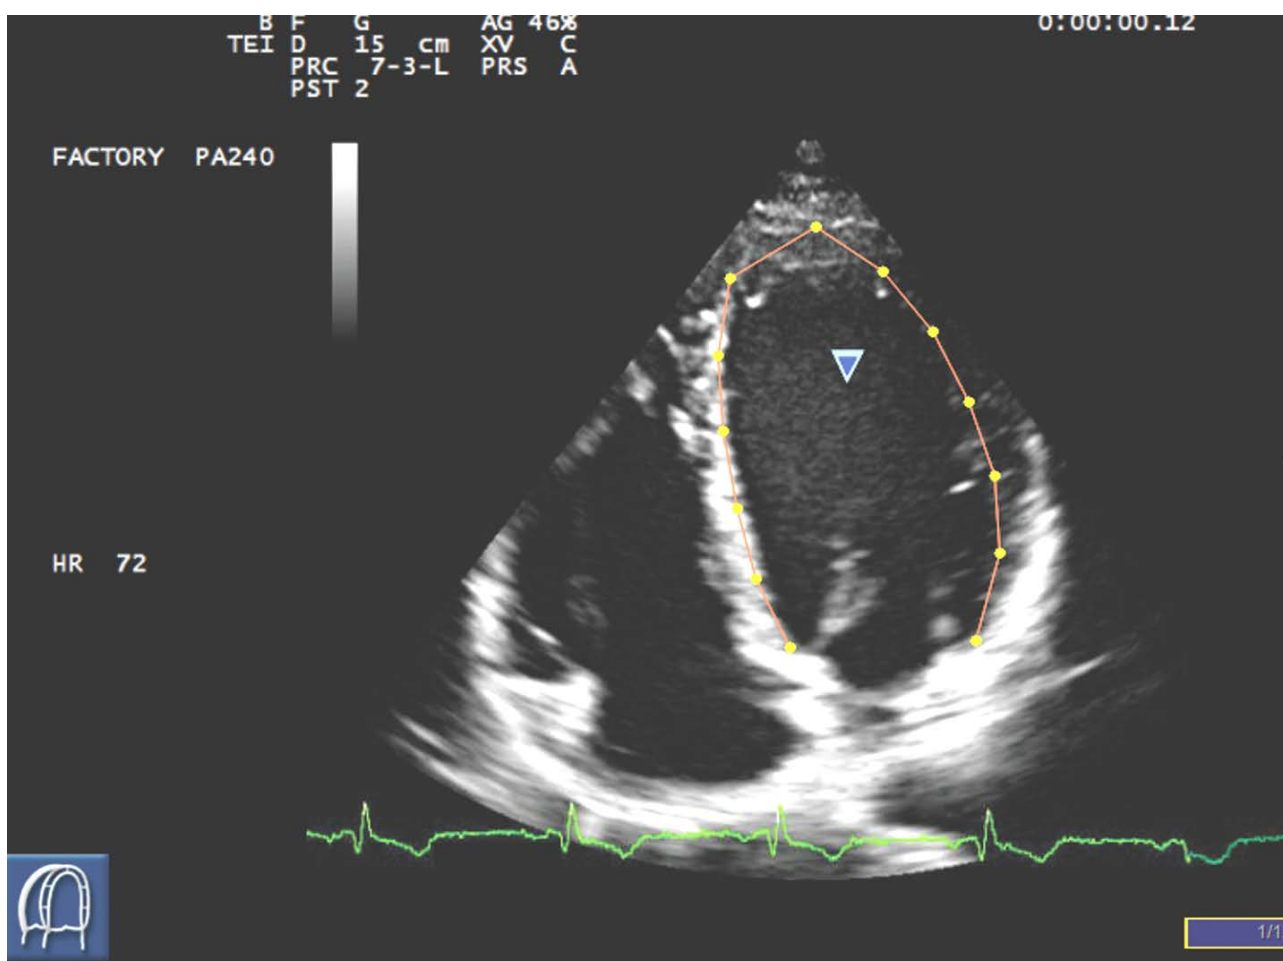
Отслеживание перемещения спеклов (желтых точек), расположенных по контуру эндокарда левого желудочка в серошкальном режиме эхокардиографии
